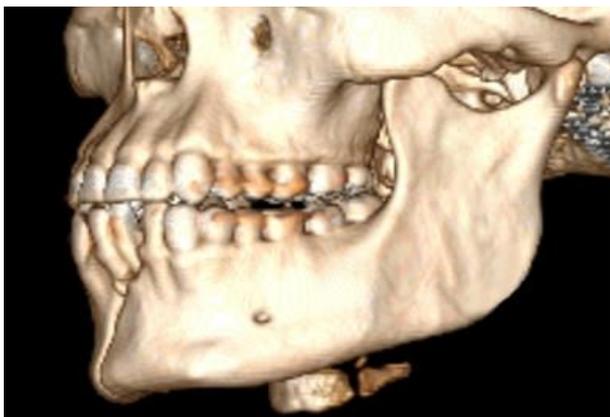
Компьютерная томограмма пациента О. Перелом нижней челюсти в области 31 и 32 зуба и продольный перелом собственно ветви. Значения угла нижней челюсти 106°
